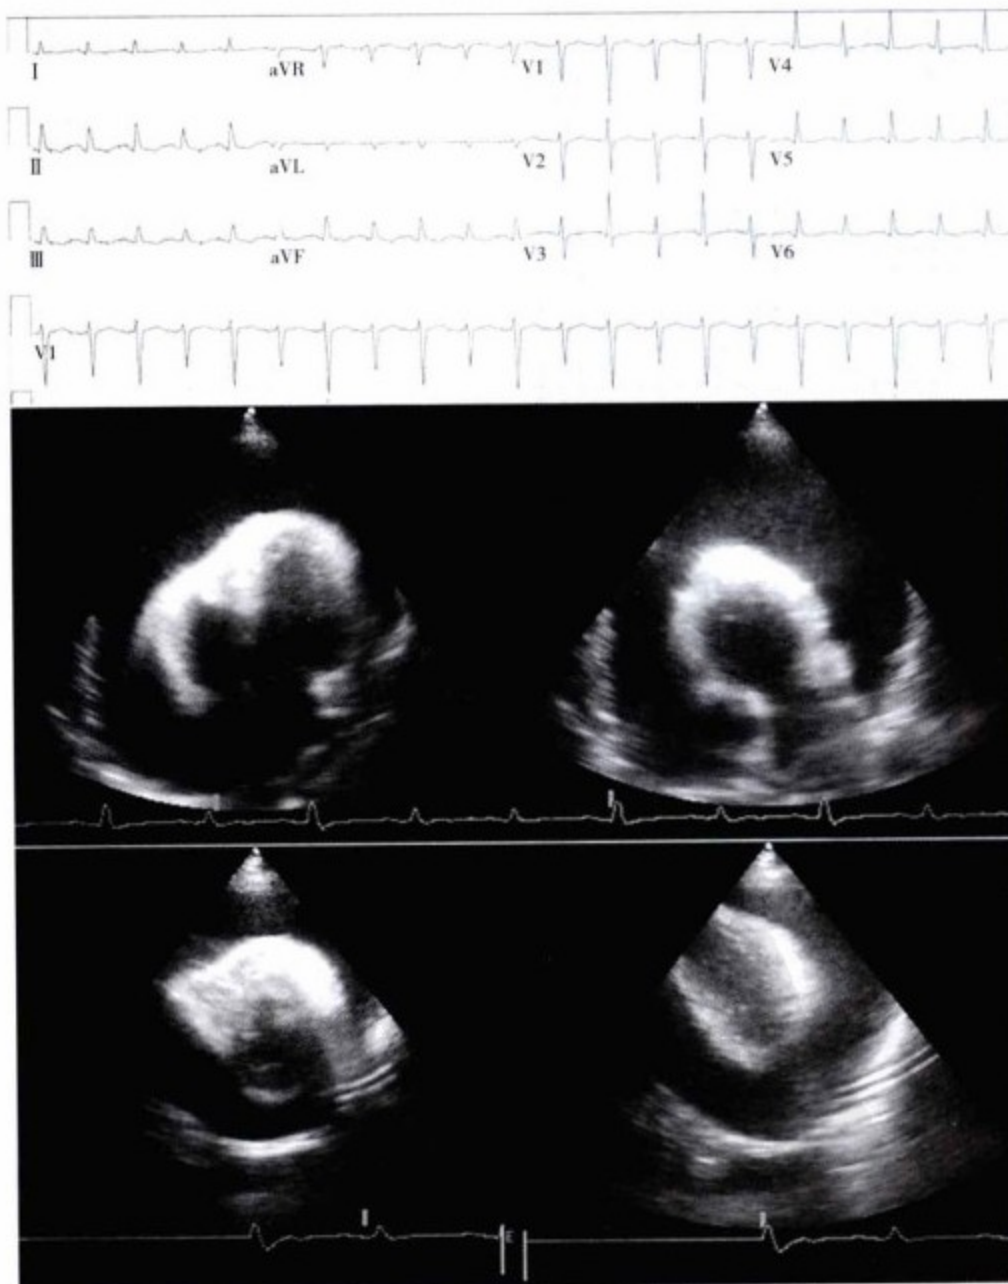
上图,心电交替与窦性心动过速:心包压塞引起心区不适的表现。心脏摆动明显;因为心电交替导致其电轴变化。下方图像显示,经胸超声心动图心尖四腔心及短轴位切面显示大量心包积液,并伴有右房及右室的塌陷。中间与最下方图显示,在连续心动周期内心脏的摆动。
